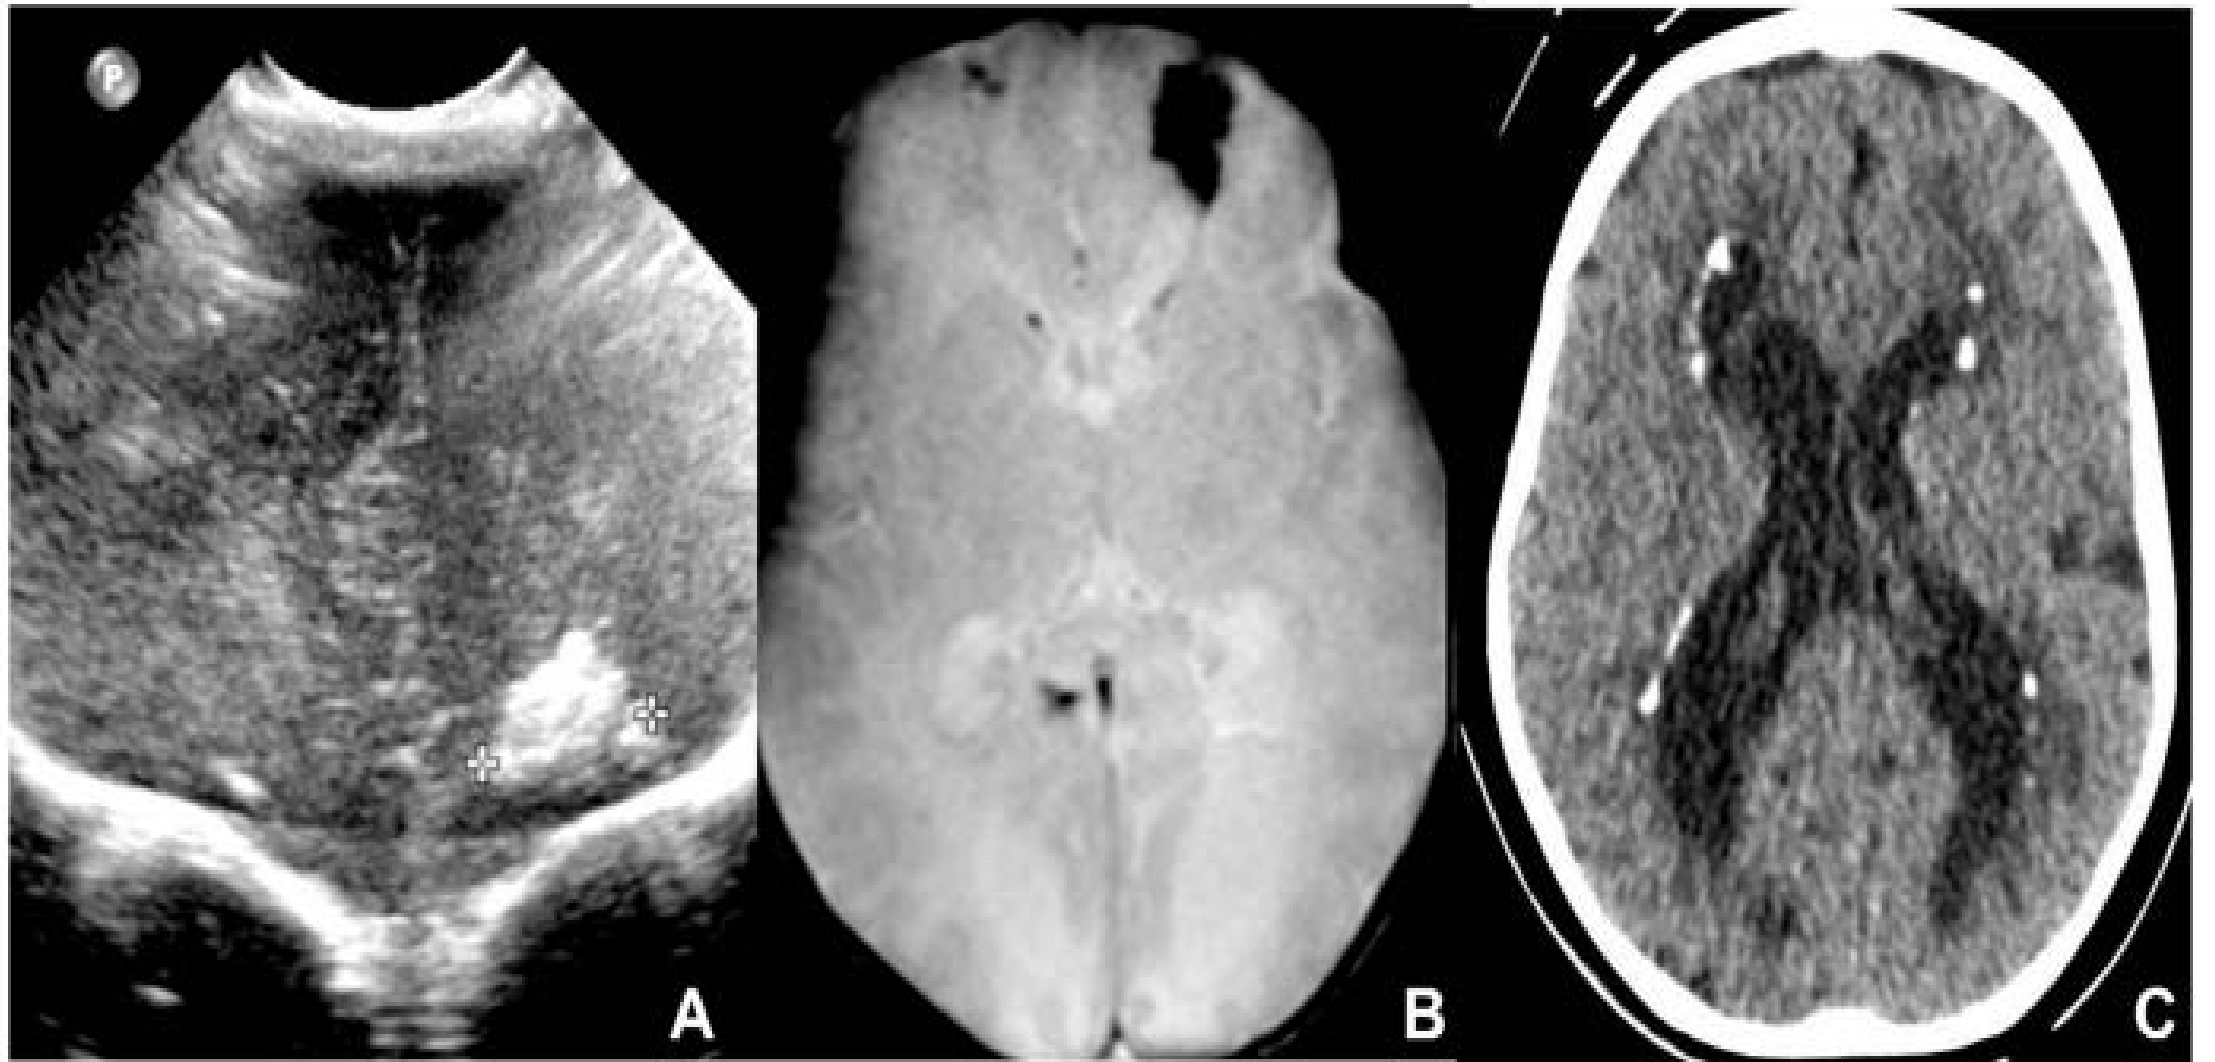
US (A) and MRI (B) performed in one-month-old neonate affected by CMV showing a coarse frontal calcification in the anterior coronal plane and on axial GE T2* sequence, respectively. Six-month-old child showing multiple and bilateral periventricular calcifications on axial CT (C).
